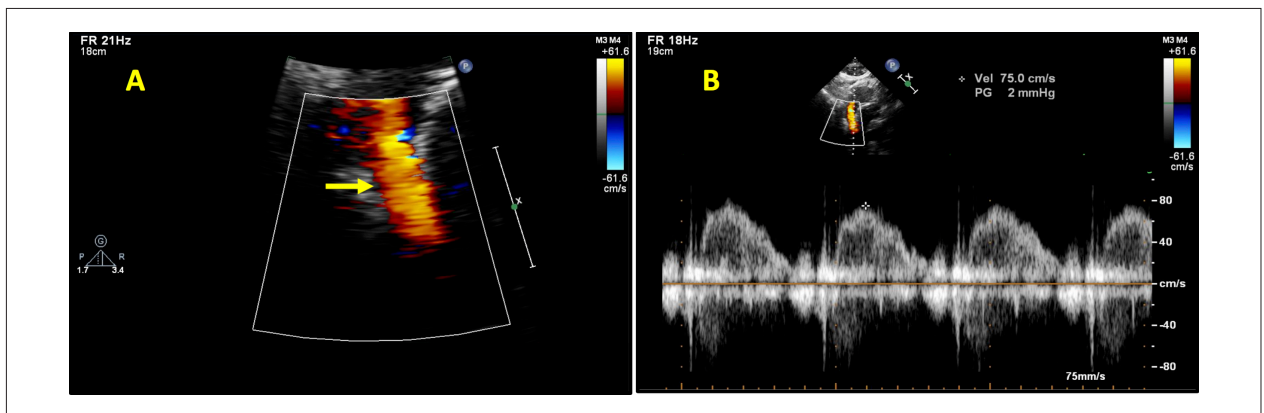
A) Imagem ecocardiográfica em incidência subcostal mostrando fluxo laminar ao mapeamento de fluxo a cores da VCS, após o tratamento. B) Traçado da curva de Doppler pulsado mostrando velocidade normal na VCS. VCS: veia cava superior.
